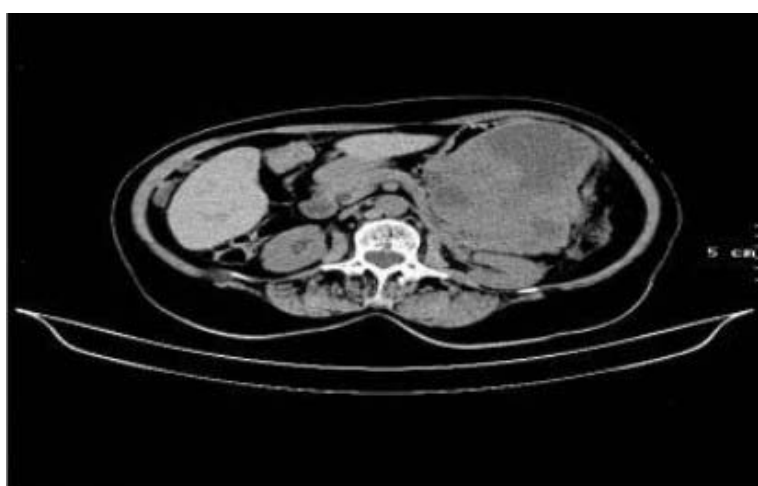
Tomografía axial computadorizada, 5 mm de corte: gran masa tumoral heterogénea, con áreas de necrosis interna, hacia la curvatura mayor y pared posterior del estómago con crecimiento exofítico que contacta con la pared posterior del páncreas.
